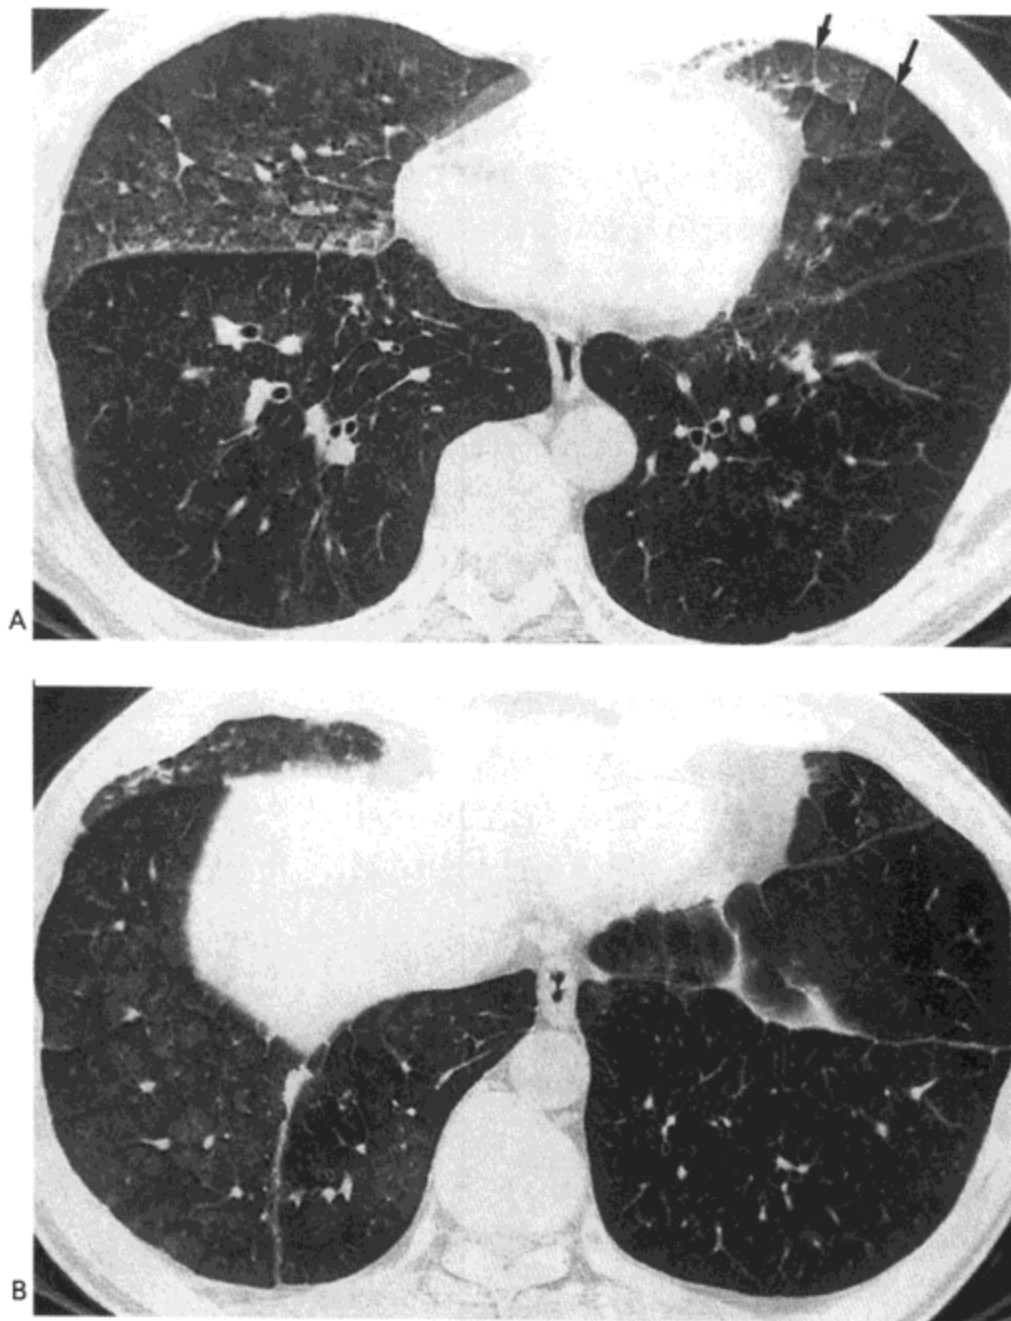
急性矽肺。A：高分辨率CT影像（1.0mm层厚）示右肺中叶与舌叶的磨砂玻璃影。轻度小叶间隔增厚明显（箭号）。B：肺底水平的影像示右肺中叶，右肺下叶与舌叶磨砂玻璃影。病人男，52岁。
